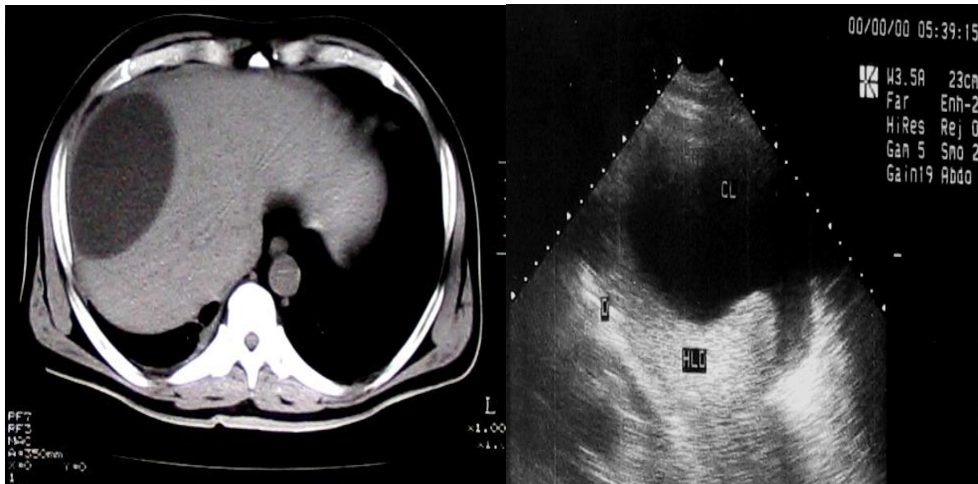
TC y US mostrando la colección.
